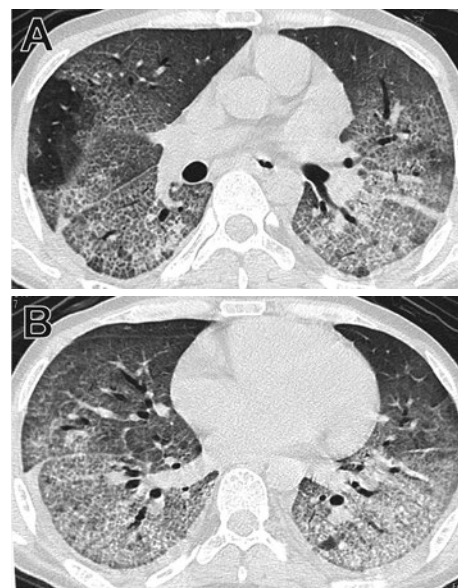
(A) High-resolution computed tomography (HRCT) shows diffuse ground-glass opacities accompanied by intralobular septal thickness in bilateral lung field. (B) The reticular shadows are more distinctly observed in the lower dorsal portion of both lungs.
